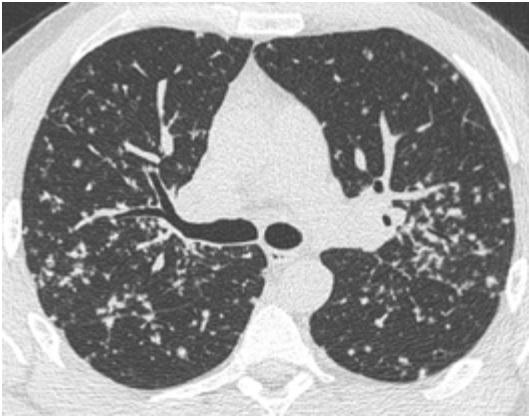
TDM : micronodulation pulmonaire lymphatique (scissurale et péribronchique).
